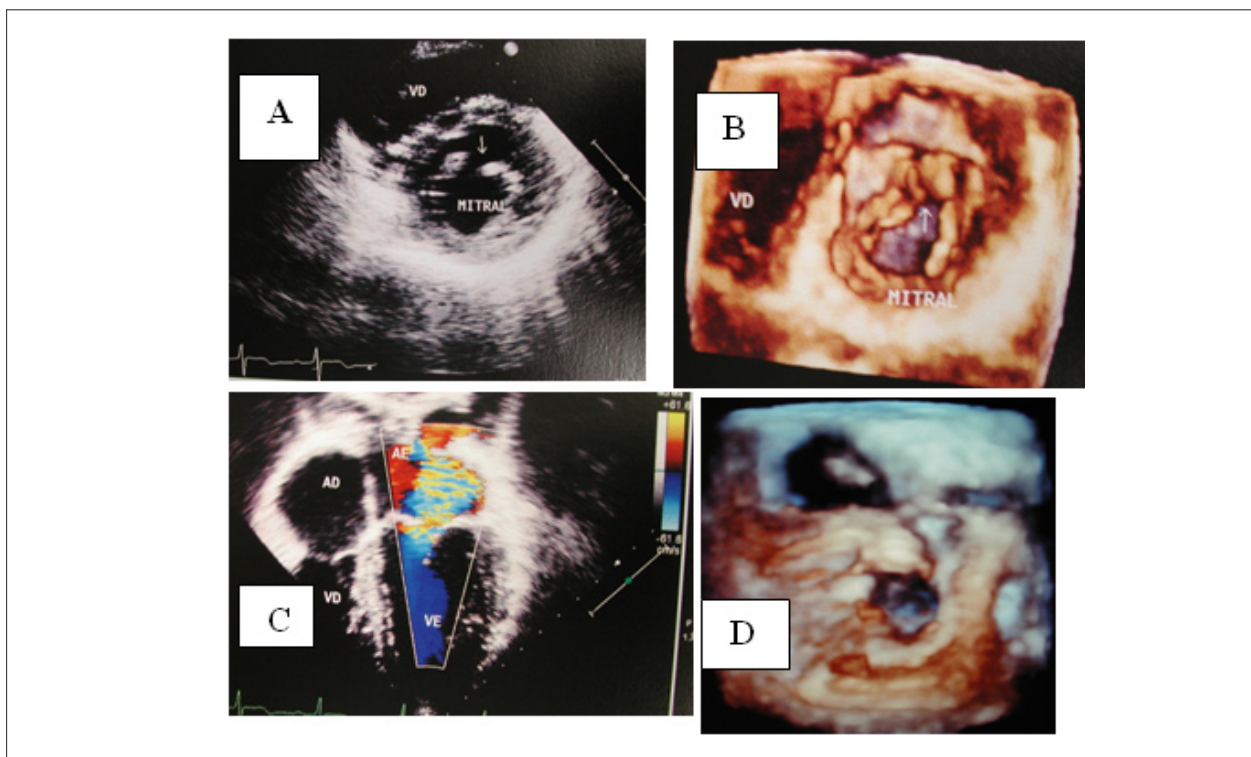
Ecocardiograma revela la hendidura de la válvula anterior de la válvula mitral en corte paraesternal transversal en A y el mismo defecto visto en ecocardiograma de 3 dimensiones en B, ambas en el preoperatorio, causa de la insuficiencia mitral acentuada vista en corte de 4 cámaras en C. La corrección adecuada del defecto queda explícita en 3D, 4 días tras la operación, en D.
